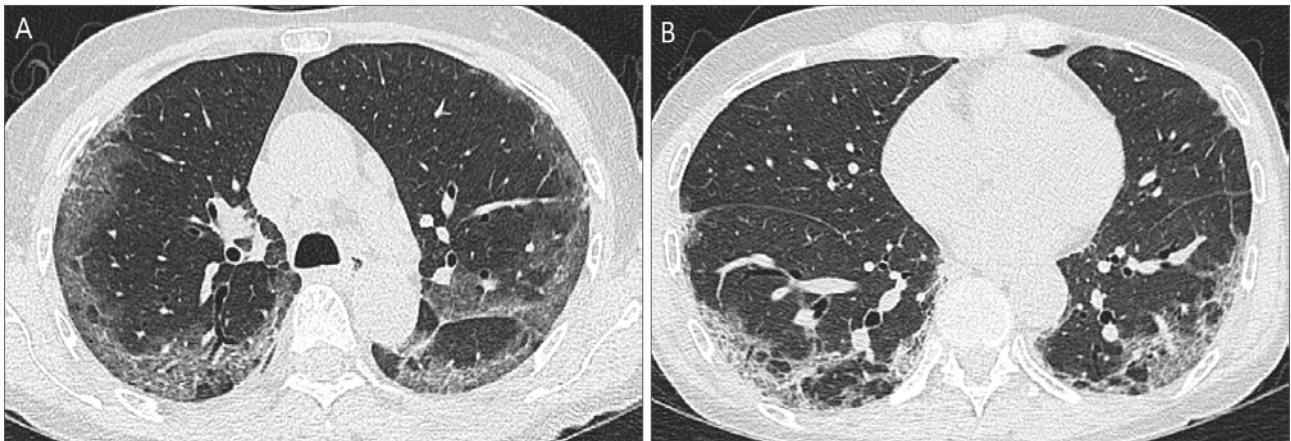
(A, B) HRCT images show ground glass opacity with reticulation and consolidation in the periphery of both upper and lower lobes, which are similar findings with organizing pneumonia pattern.
